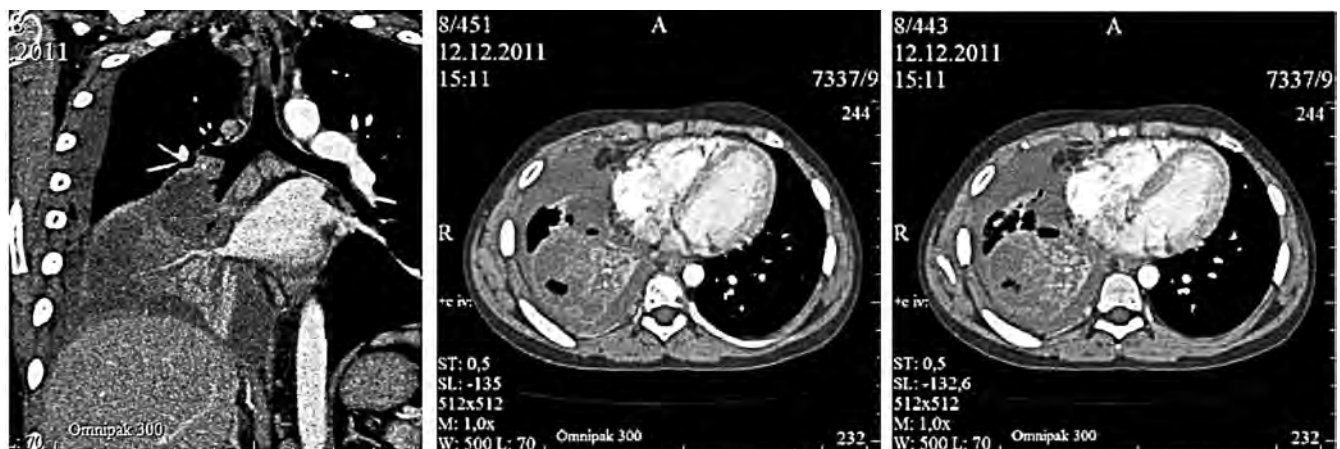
МСКТ легких в режиме ангиографии через 2 мес от постановки диагноза ИМ
